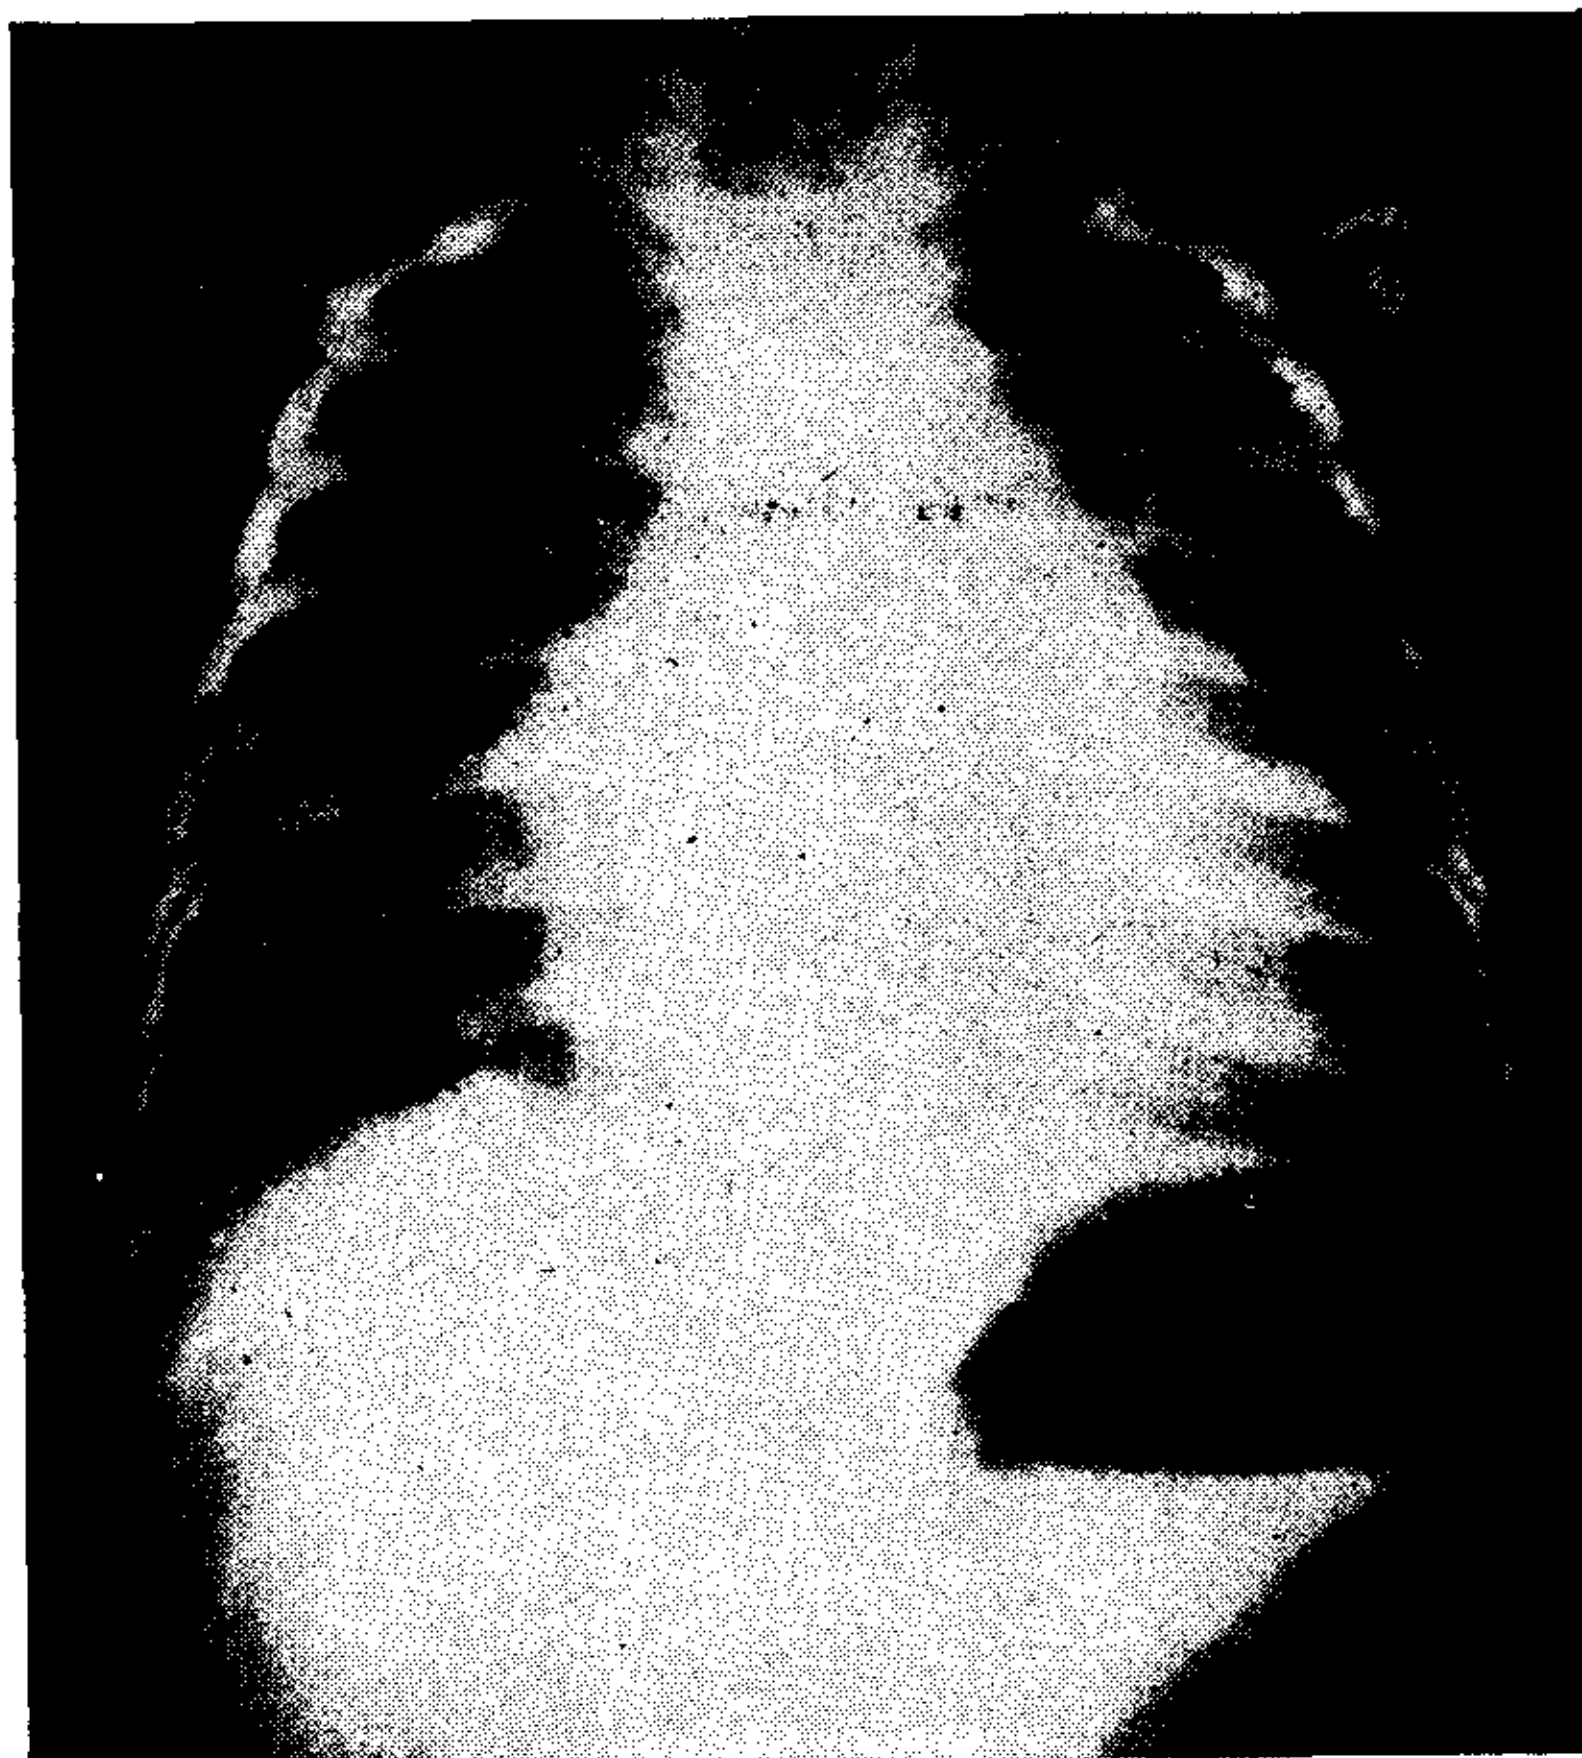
Obs. 4. Teleradiografía.
